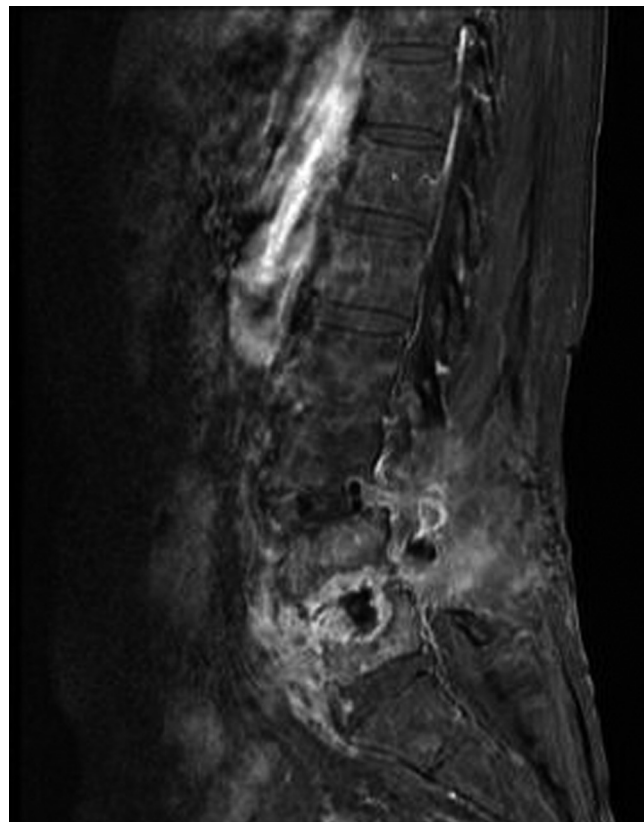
Contrast enhanced MRI shows that widened gap between cage and vertebral bodies was filled with enhanced granulation tissue.
